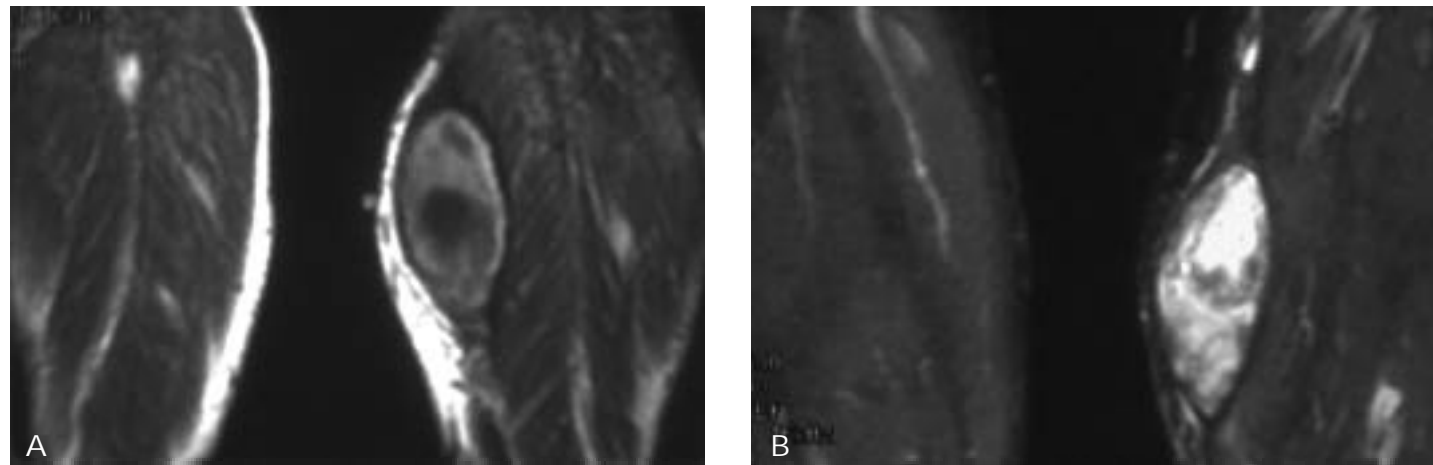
a y b. Tomografías coronales en secuencia T1 y STIR. Hematoma intramuscular subagudo. Se observa un comportamiento hiperintenso y heterogéneo en las dos secuencias mostrando un anillo hipointenso en la secuencia STIR, debido a la presencia de hemosiderina.
